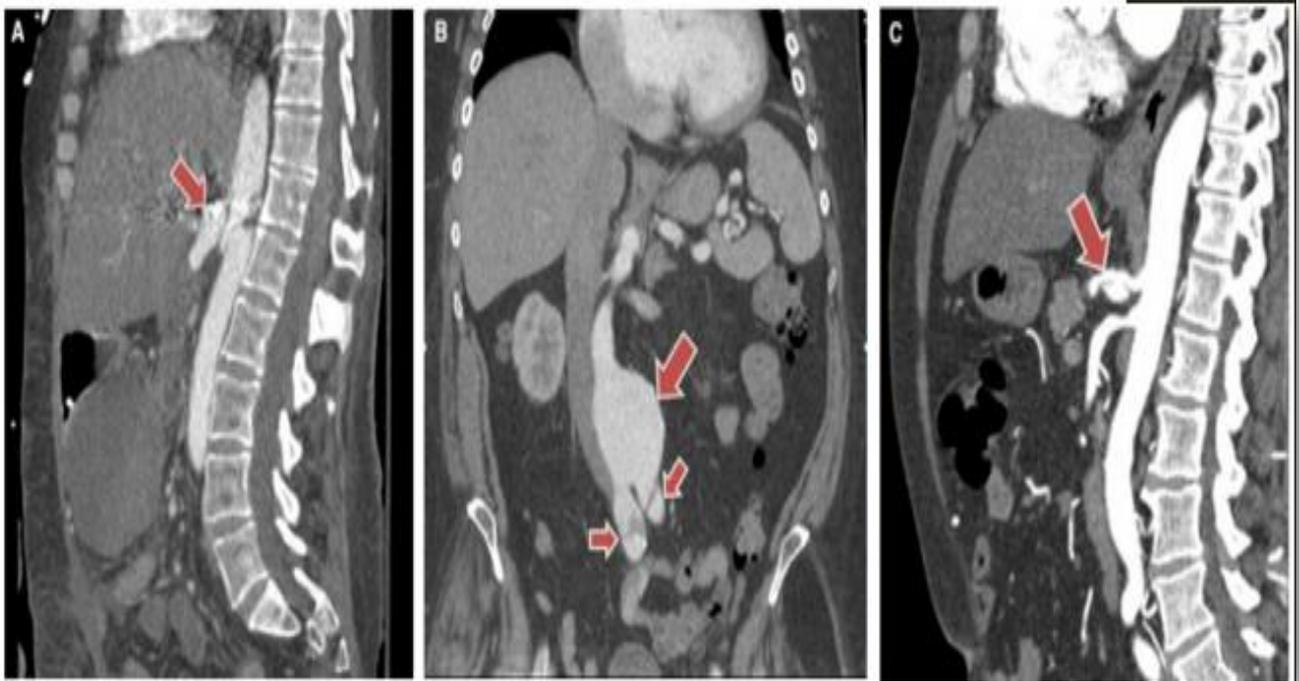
³¹ Se observa aneurismas intra-abdominal en pacientes EDS tipo vascular. (A) Tomografía computerizada sin contraste de una mujer de 50 años: la flecha señala la Embolización “coil” de un aneurisma de la arteria celiaca. (B) Angio – TC en una mujer de 60 años que muestra un aneurisma abdominal de 65mm de diámetro (flecha grande) y una disección arterial con dilatación de ambas arterias iliacas comunes de 27 mm la derecha y 25mm la izquierda (flechas pequeñas). (C) Angio – TC en una mujer de 56 años que muestra una disección de la arteria celiaca con una aneurisma de 11mm.
